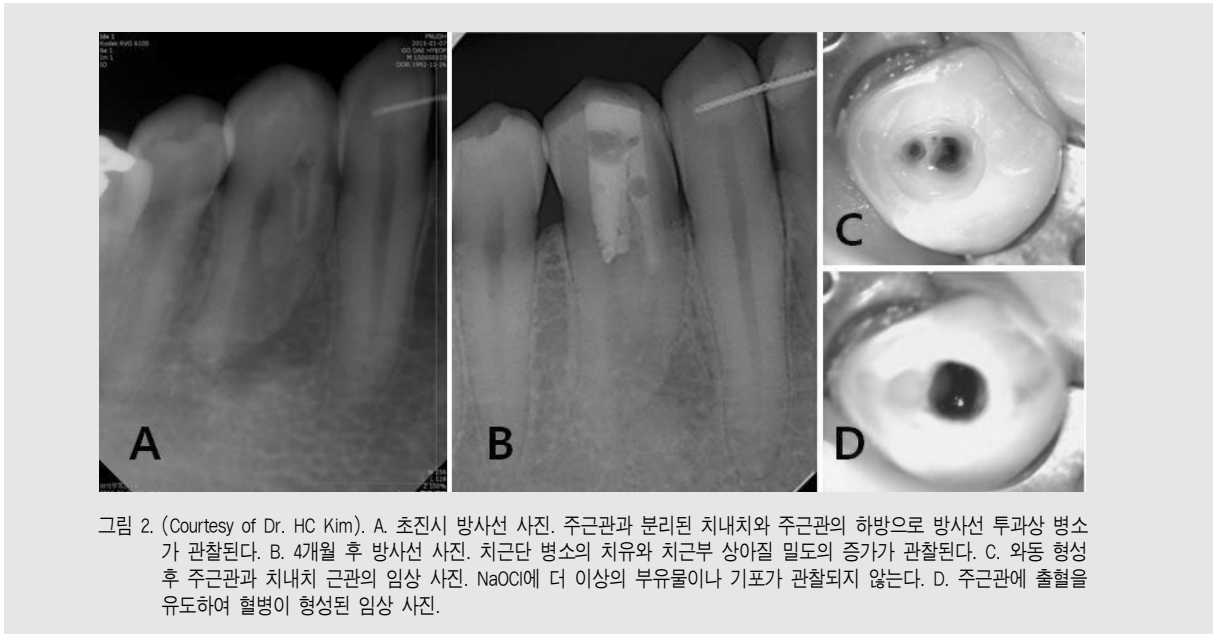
(Courtesy of Dr. HC Kim). A. 초진시 방사선 사진. 주근관과 분리된 치내치와 주근관의 하방으로 방사선 투과상 병소가 관찰된다. B. 4개월 후 방사선 사진. 치근단 병소의 치유와 치근부 상아질 밀도의 증가가 관찰된다. C. 와동 형성 후 주근관과 치내치 근관의 임상 사진. NaOCl에 더 이상의 부유물이나 기포가 관찰되지 않는다. D. 주근관에 출혈을 유도하여 혈병이 형성된 임상 사진.
